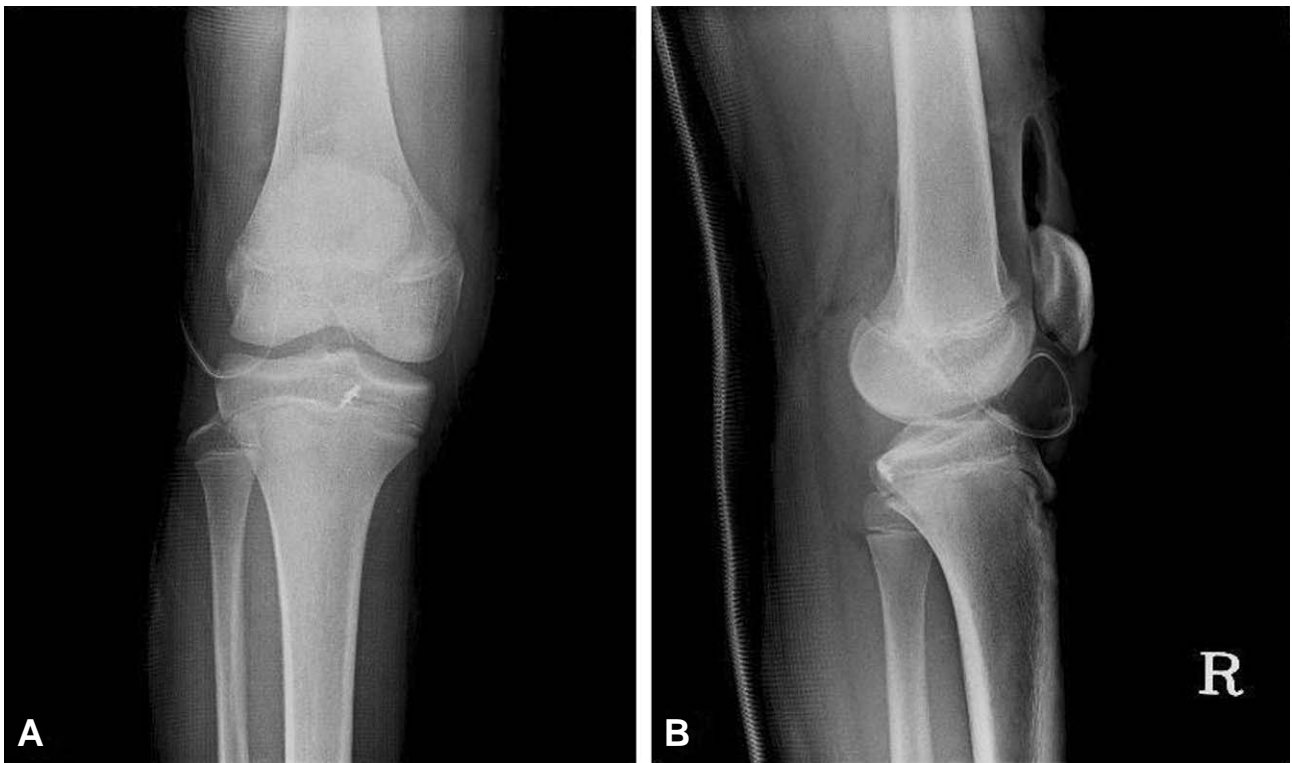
Simple radiograph shows the suture anchor don't interfere with the epiphyseal plate. (A) AP view and (B) lateral view.
